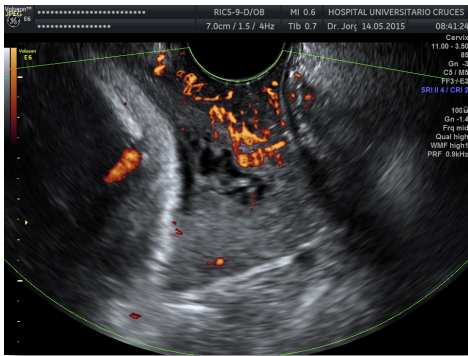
Imagen del cervix con Power Doppler, sístole, PRF 0.9
